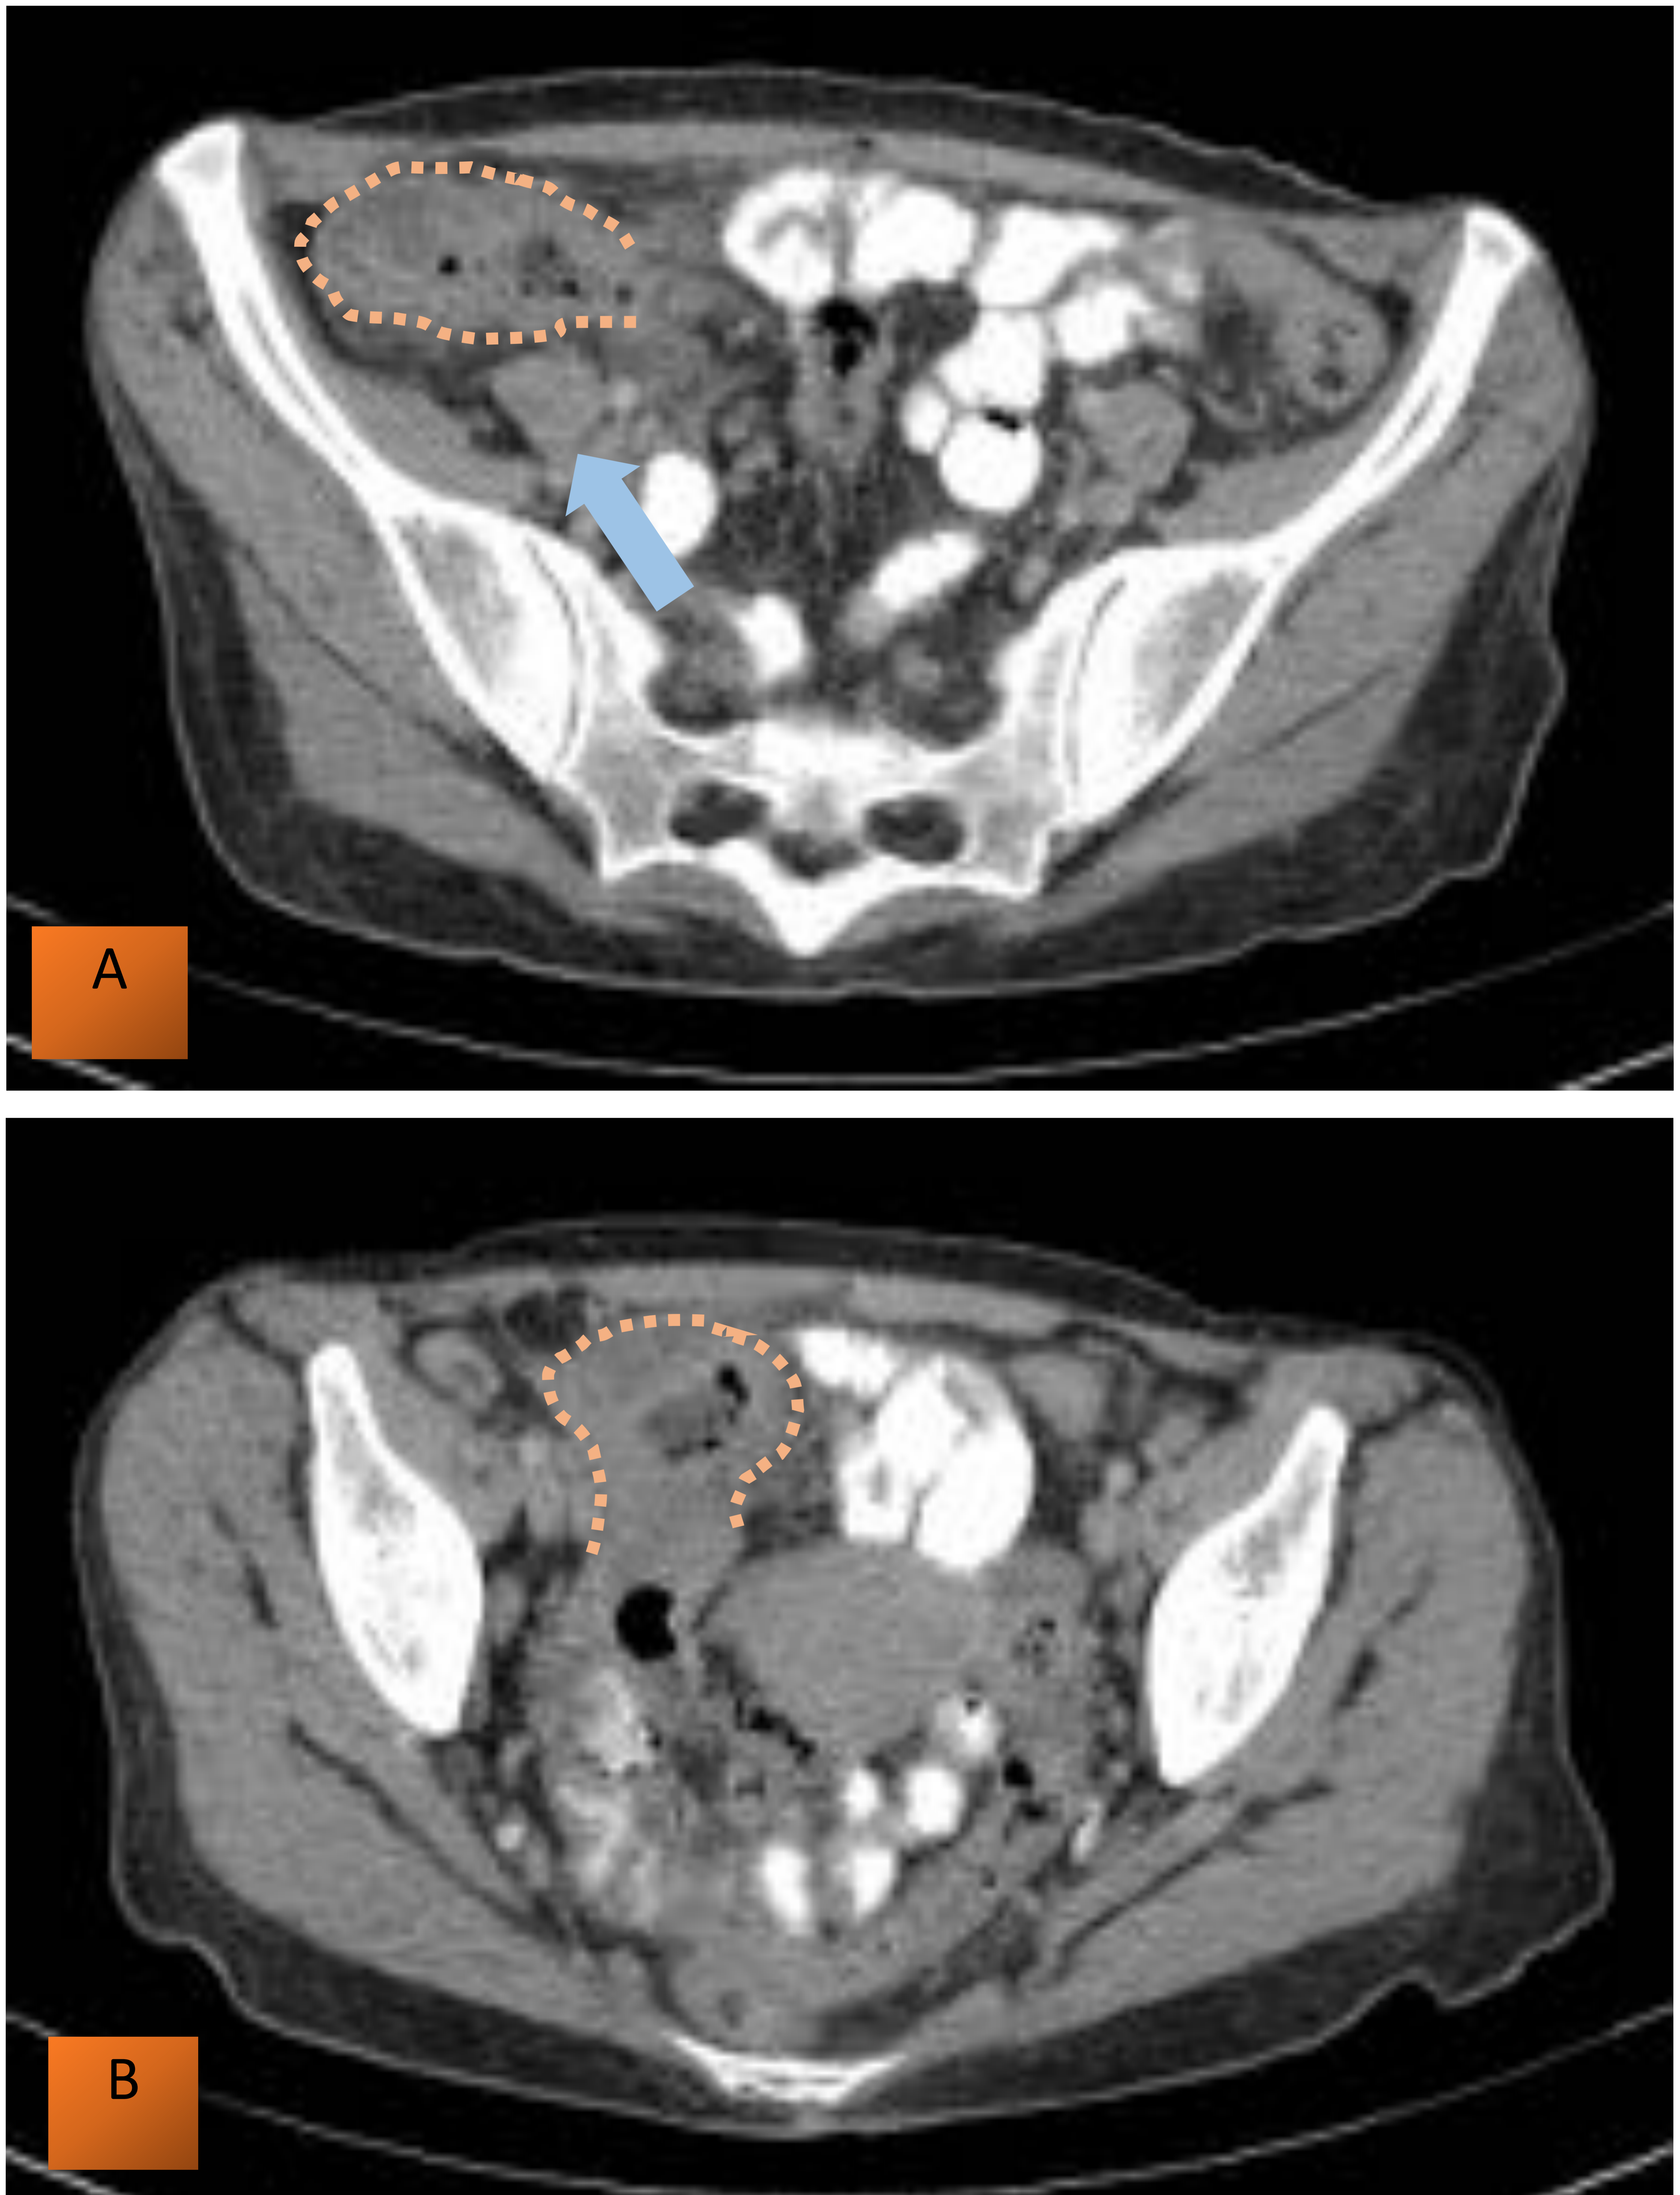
ILEÍTIS TUBERCULOSA: Cortes axiales (A y B) de TC con contraste oral y EV. Se observa engrosamiento parietal (líneas punteadas) de asas intestinales de la región ileocecal. A izquierda se puede apreciar adenopatía locorregional con centro necrótico (flecha)
